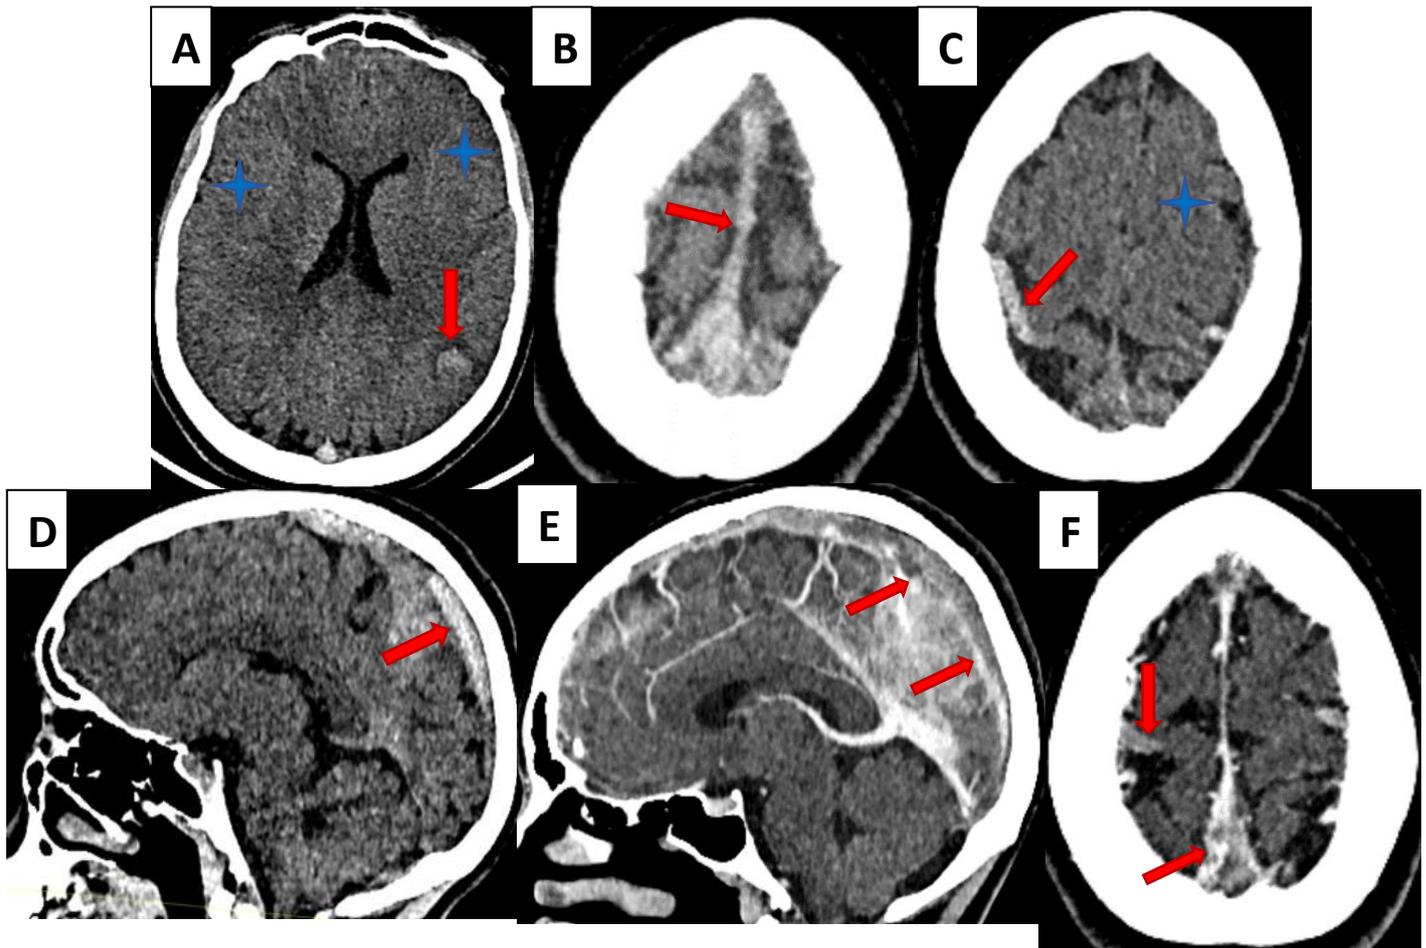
TDM cérébrale C-/C+ :
